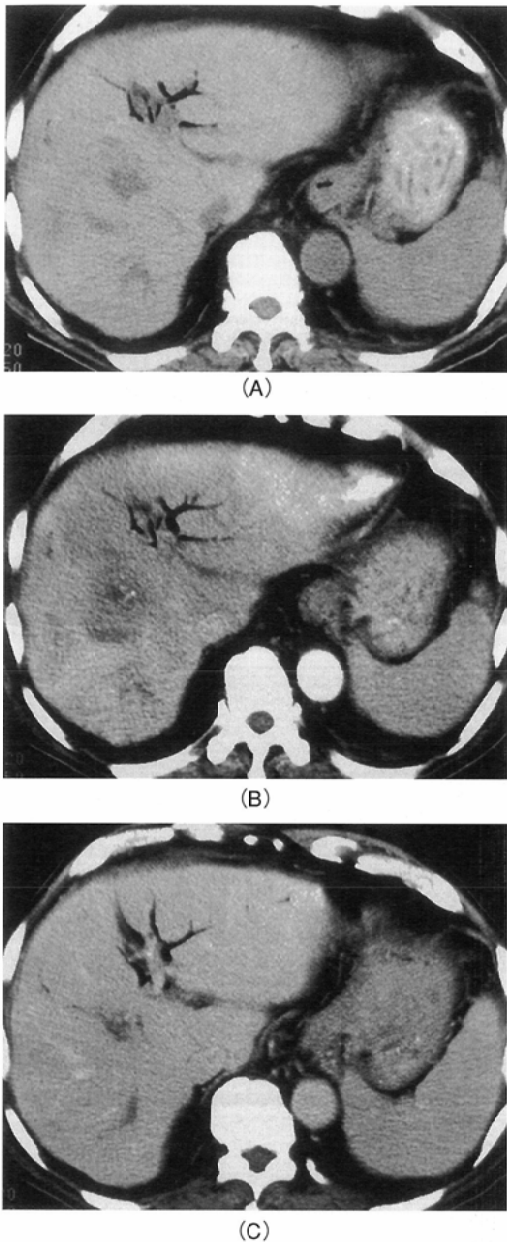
Peripheral type : Advanced pancreas head cancer. Plain CT (1-A) showed pneumobilia but no attenuation difference in the liver. In hepatic arterial dominant phase (1-B), double helical CT showed transient heterogeneous liver enhancement in the periphery of the liver. In delayed phase (1-C), there was no attenuation difference in the liver. These phenomena were occurred by secondary increase of the hepatic arterial flow due to the proximal portal vein obstruction in the pancreas head.
